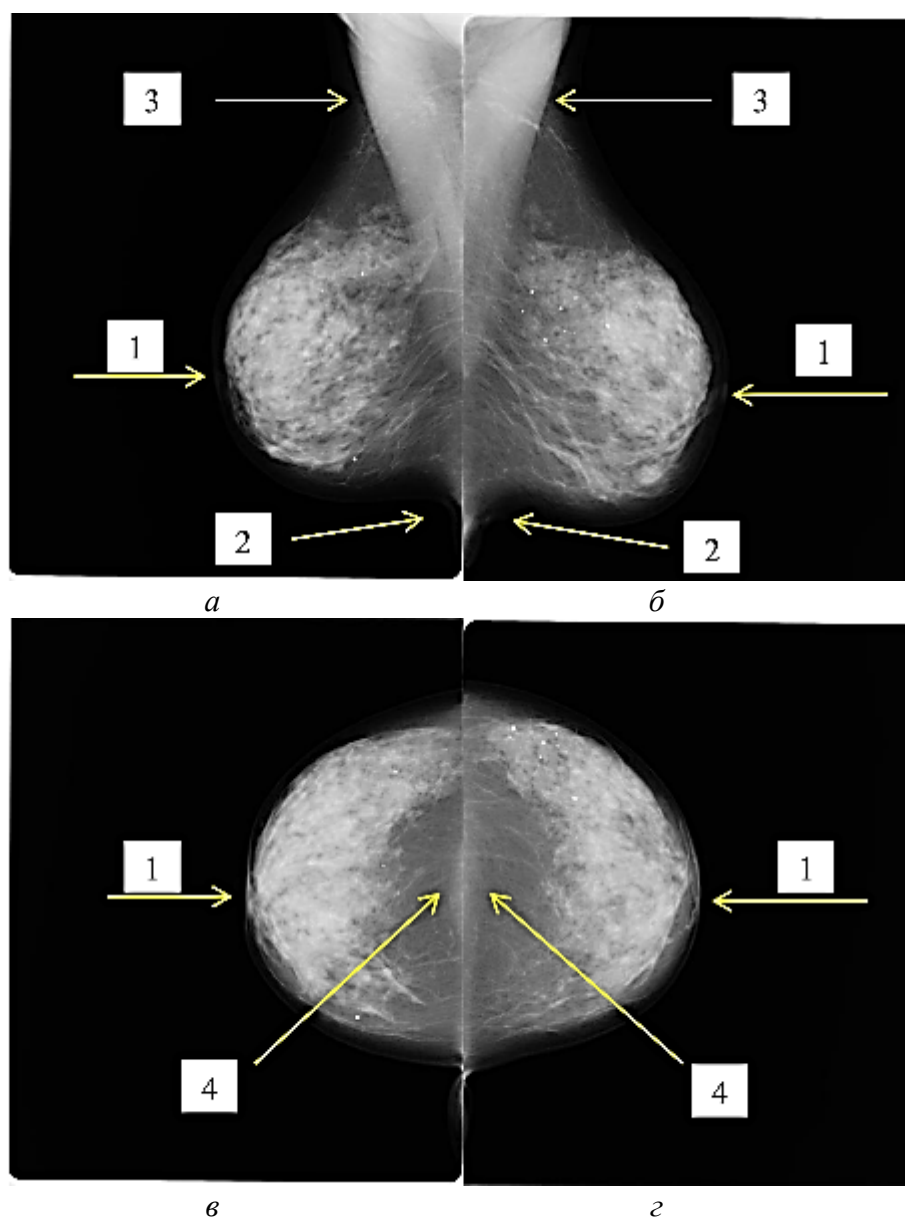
Обзорные маммограммы пациентки X., 50 лет, выполненные в 2 стандартных проекциях с соблюдением всех критериев качества обзорных рентгенограмм молочной железы; плотность ткани ACR-BIRADS C:
